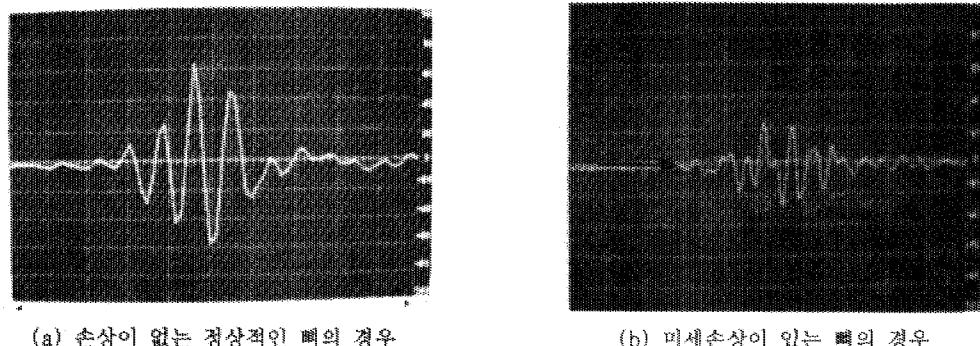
골 표면에서 반사된 초음파 신호. 수평축: $0.15 \mu\text{s}/\text{div}$, 수직축: relative amplitude.
